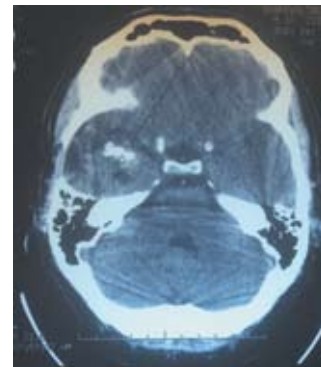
КТ головного мозга. Петрификаты в правой височной доле.
